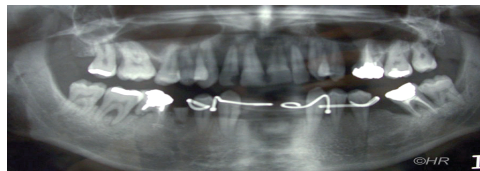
Radiographie présentant l'image d'une prothèse amovible mandibulaire
